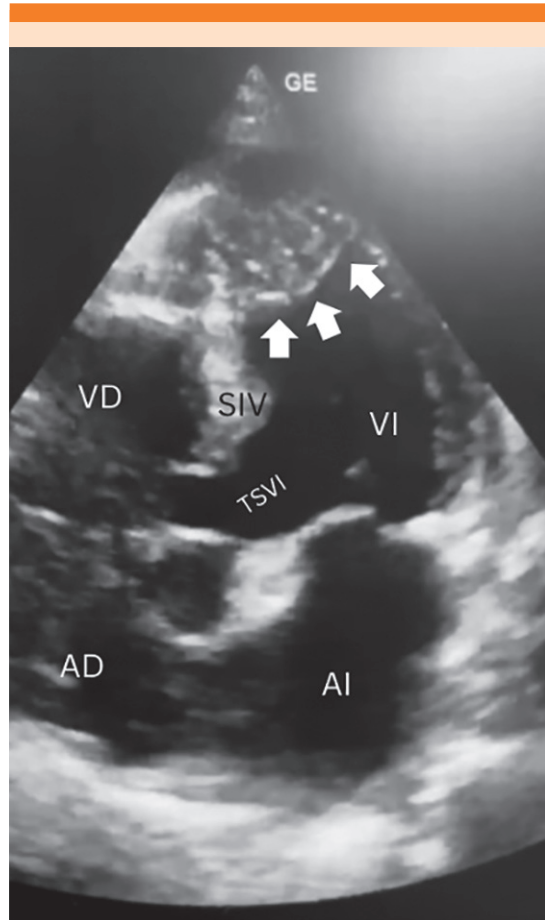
Ecocardiograma transtorácico en proyección apical de cuatro cámaras que muestra un trombo apical de gran tamaño (flechas).
